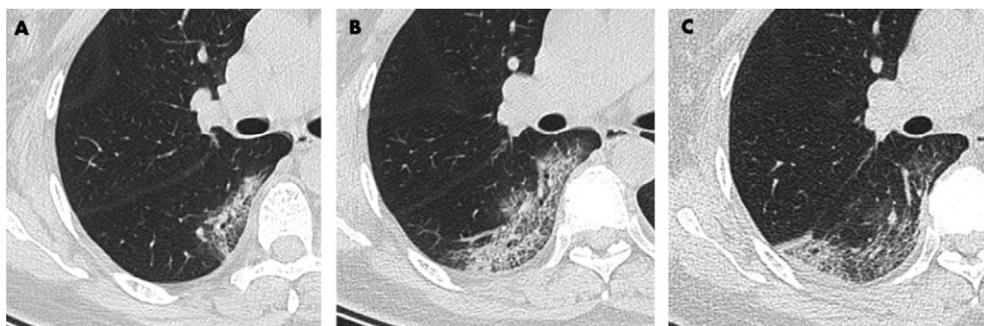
Динамика КТ-картины легких
